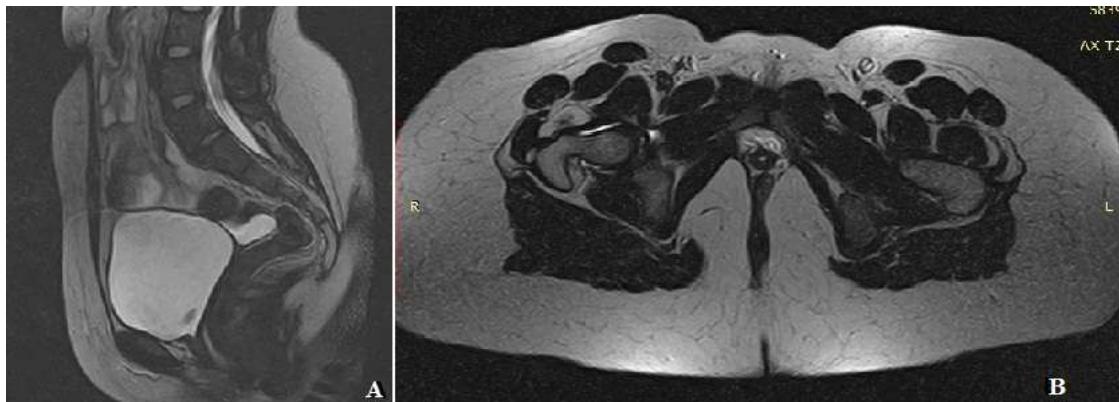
(A, B) coupes sagittale et axiale d'IRM en séquence pondérée T2 montrant l'agénésie de l'utérus et du vagin. On note la présence d'une lame d'épanchement péritonéal non spécifique
